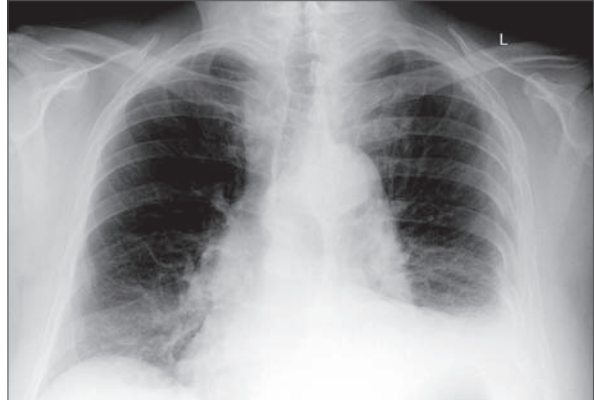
Röntgenbild eines Hämatothorax links.
